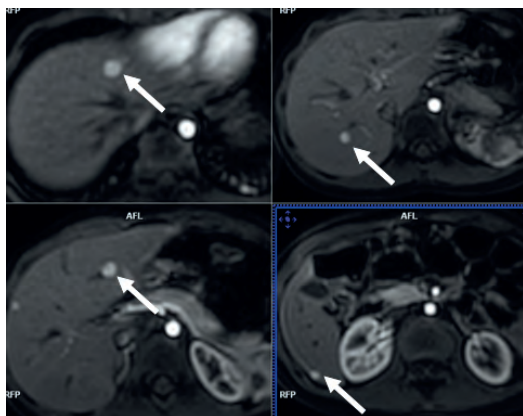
МРТ ОБП с контрастным усилением препаратом гадоксетовой кислоты. T1-взвешенные изображения, артериальная фаза, стрелками указаны очаги накопления контраста
